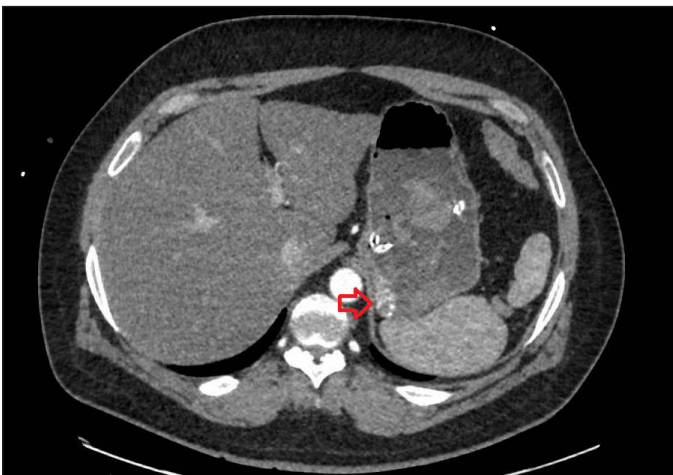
Nuevo corte transversal de TC de abdomen en el que se señala extravasación de contraste a nivel luminal (Flecha roja).
